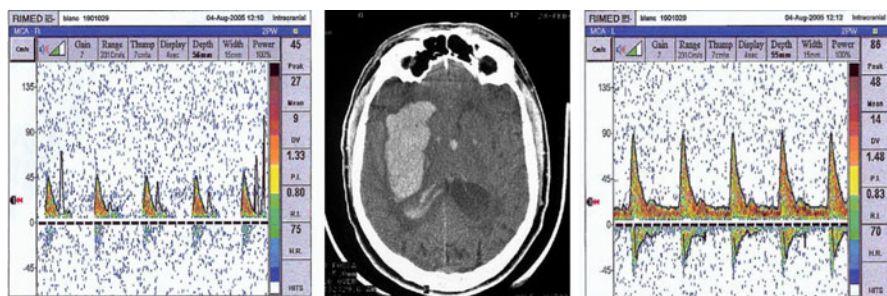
Doppler transcrânien à l'arrivée d'un patient souffrant d'un AVC hémorragique grave. Du côté gauche, le tracé est peu modifié et ne montre qu'un index de pulsatilité un peu augmenté. Du côté droit, il existe une perfusion de misère avec abolition de la vitesse diastolique. Dans ce cas, toute diminution de la pression de perfusion aboutirait à un arrêt circulatoire du côté de l'hémorragie et à une souffrance ischémique.
